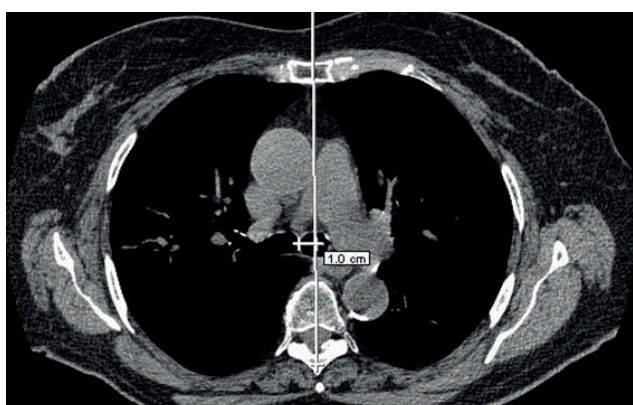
3А. Компьютерная томограмма пациента Б. до операции. Аксиальный срез. Уровень бифуркации трахеи. / Fig. 3А. Axial CT scan of patient B. before surgery. Tracheal bifurcation level.
